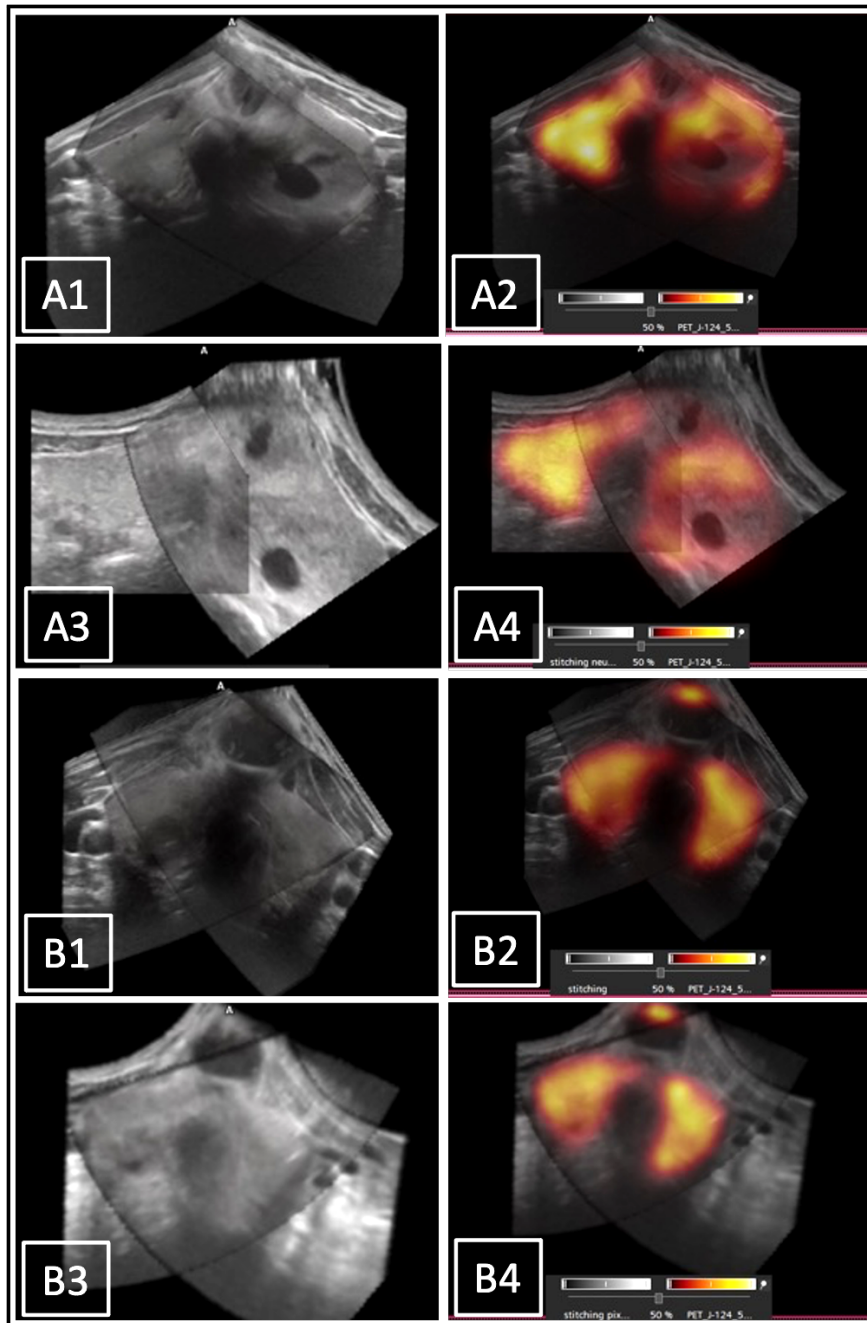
Zwei 3D-US-EFOV-Datensätze (A, B) als Stitchingergebnis jeweils des 3DsnUS (A1,2; B1,2) und des 3DmsUS (A3,4; B3,4) sowie die Kontrollfusion mit dem zugehörigen PET-Scan (A2,4; B2,4).
